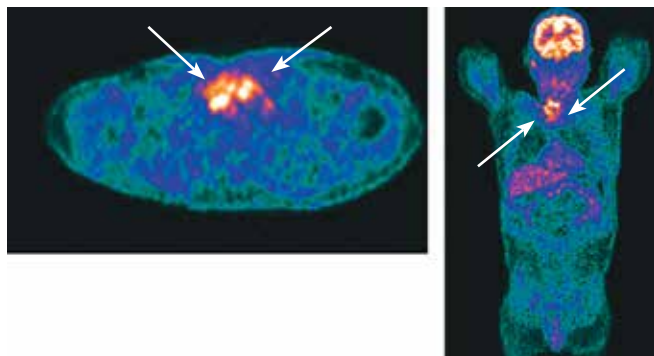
Промежуточная позитронная эмиссионная томография от ноября 2020 г. (через 2 мес от начала терапии). Отрицательная динамика — увеличение размеров и повышение метаболизма лимфатических узлов верхнего средостения. Стрелками указано увеличение размеров нижних яремных лимфатических узлов справа, с повышением метаболизма в них, а также мягких тканях яремной области и передней грудной стенке
